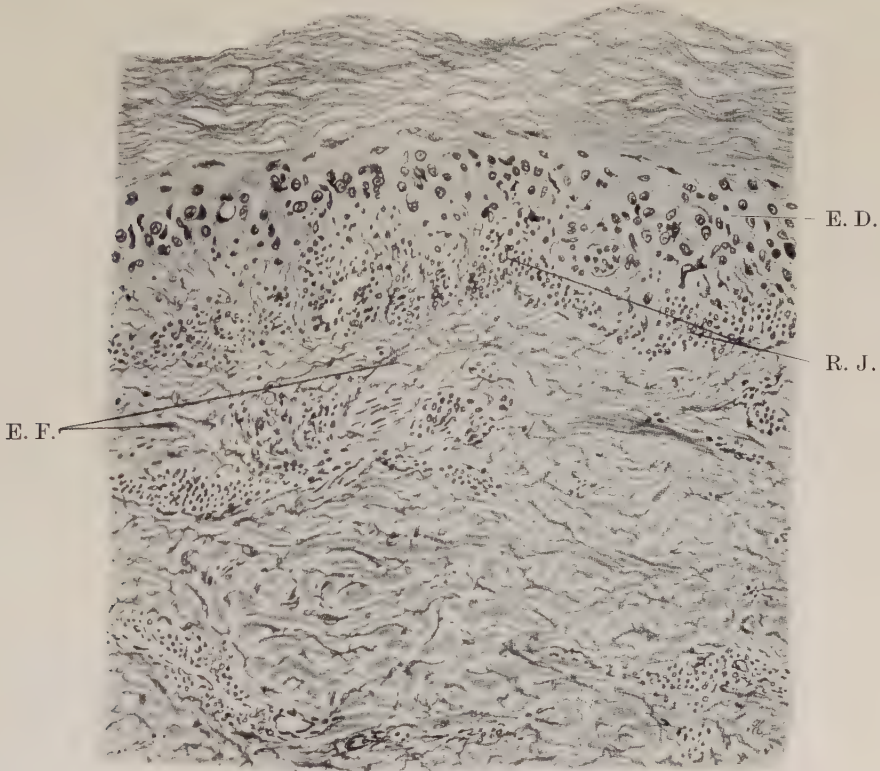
Schnitt durch eine 14 Tage alte Röntgendermatitis (vom Menschen) bei Weigert-Elastica-färbung. Nach Kyrle. Die Epidermis im Zustande weitgehender Degeneration (E.D.), Quellung der Zellen, unregelmäßige Lagerung derselben, vielfach Zusammenfließen der Kerne. Stellenweise lagern in den Zellen Pigmentschollen. Die Grenze zwischen Oberhaut und Kutis ist verwischt. In der Kutis, besonders ihren oberen Schichten, entzündliche Infiltrate (R.J.). Elastische Fasern nachweisbar, aber in Zerfall begriffen (E.F.).
